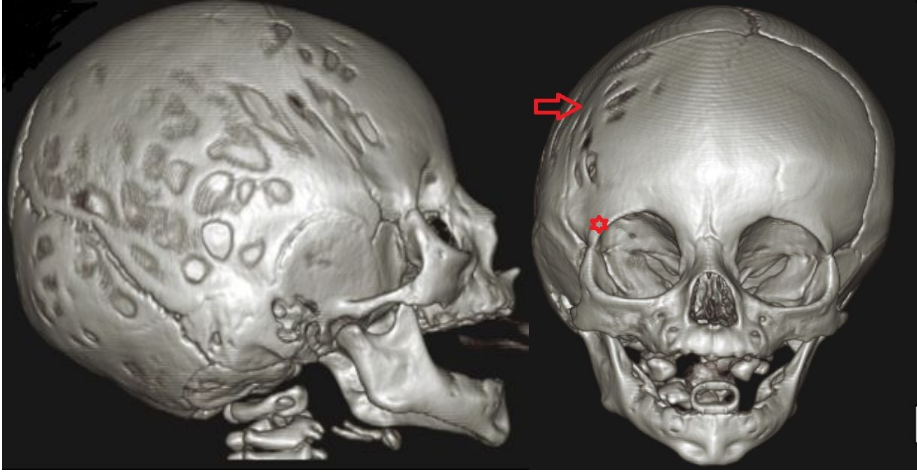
Trigonosefal hastasının BT görüntüsünün 3 boyutlu rekonstrükte edilmiş frontal ve lateral görüntüsü.
